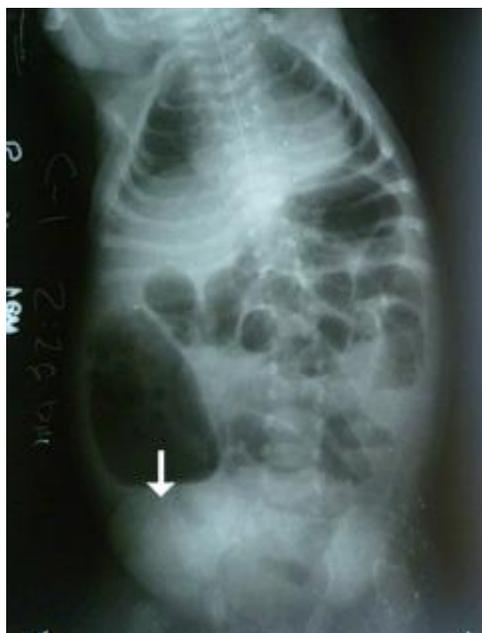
Radiografía simple de abdomen en posición erecta. Presencia de nivel hidroaéreo (flecha).
